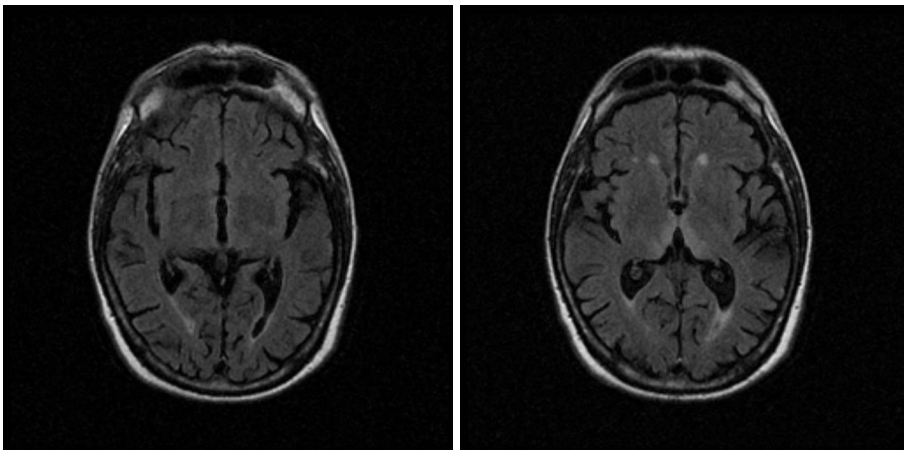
Imágenes de RM correspondientes al caso 5, con afectación periventricular y en ambos tálamos
